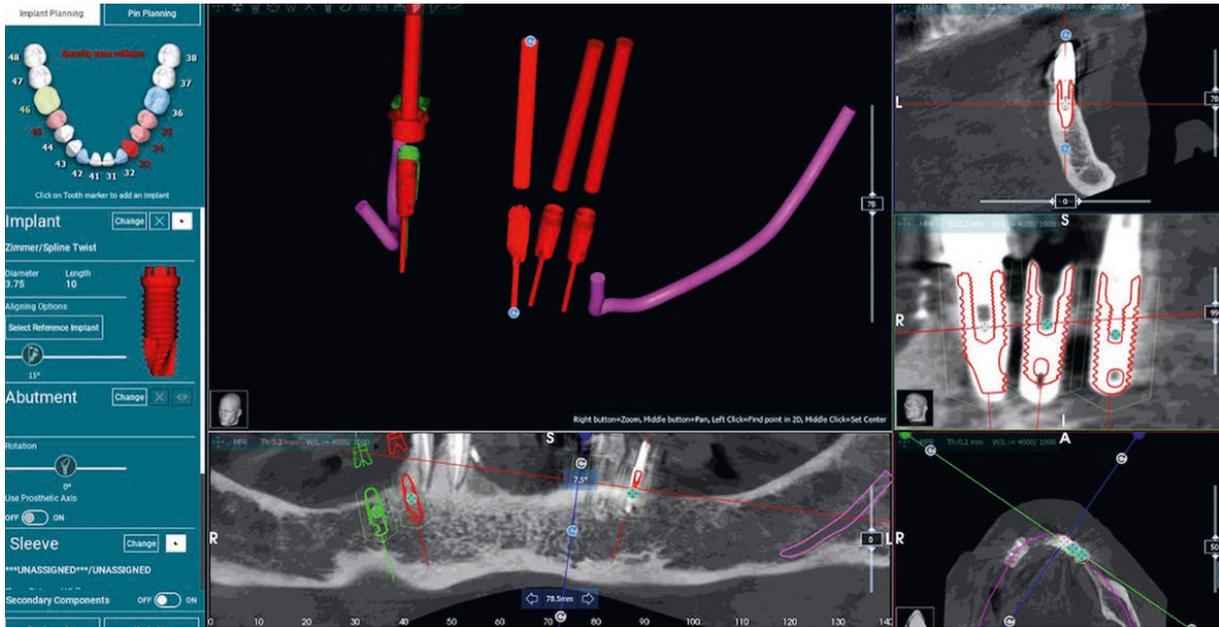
Lo sviluppo di tecnologie radiografiche e cliniche ha rivoluzionato il panorama delle riabilitazioni implanto-protesiche. La CBCT, infatti, gioca un ruolo chiave nella pianificazione virtuale in quanto garantisce un'accurata rappresentazione 3D dei tessuti duri nella regione di interesse.¹³
